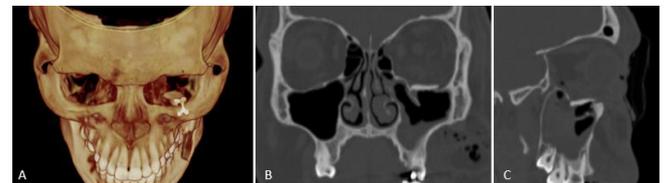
(A) Imagem da reconstrução em 3D da tomografia computadorizada pós-operatória imediata, evidenciando a fixação do enxerto ósseo autógeno em região de soalho de órbita esquerda fixado com 1 placa de titânio do Sistema 1.5mm. (B) Reconstrução da tomografia computadorizada pós-operatória imediata evidenciando o enxerto ósseo em soalho de órbita esquerda, bem-posicionado, impedindo a herniação de gordura orbitária para dentro do seio maxilar. (C) Corte sagittal da tomografia computadorizada pós-operatória imediata a reconstrução do soalho orbitário esquerdo.
